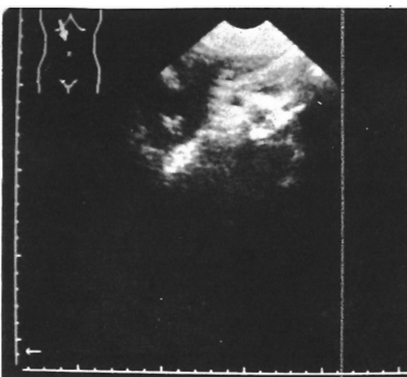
Ecografía. «By-pass» permeable hacia vena cava.
